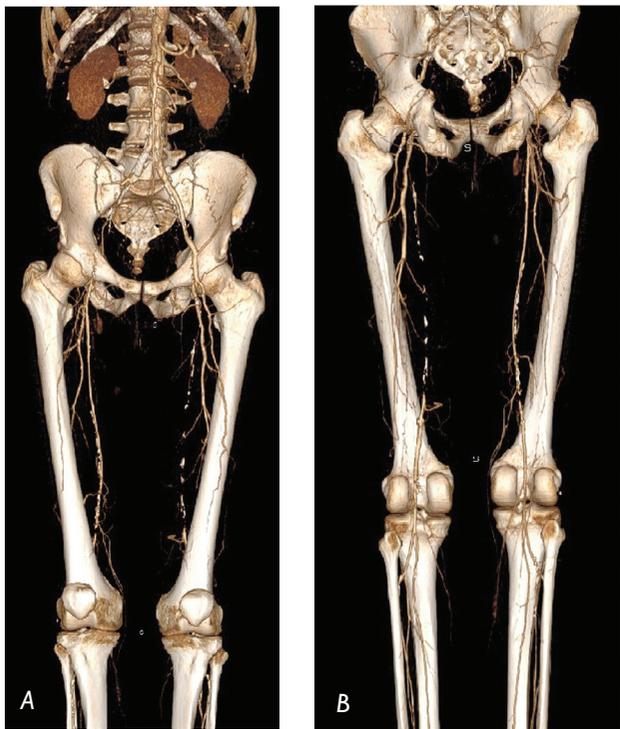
МСКТ-ангиография артерий нижних конечностей. Состояние после стентирования общей подвздошной артерии справа. Окклюзия наружной подвздошной артерии справа, поверхностной бедренной артерии справа и слева
